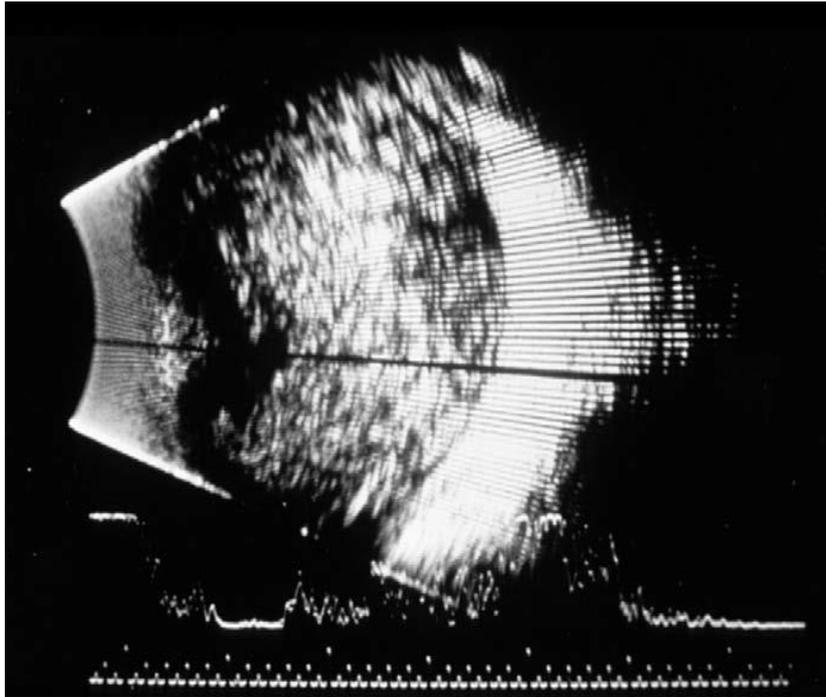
Visualisation d’une tumeur oculaire calcifiée en échographie, qui remplit l’ensemble de la cavité vitréenne.
